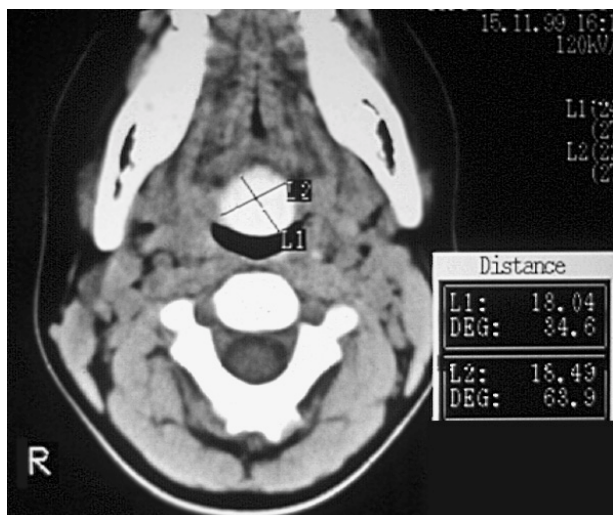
TC cervical. Se observa imagen redonda hiperdensa, corresponde al tejido tiroideo ectópico.
